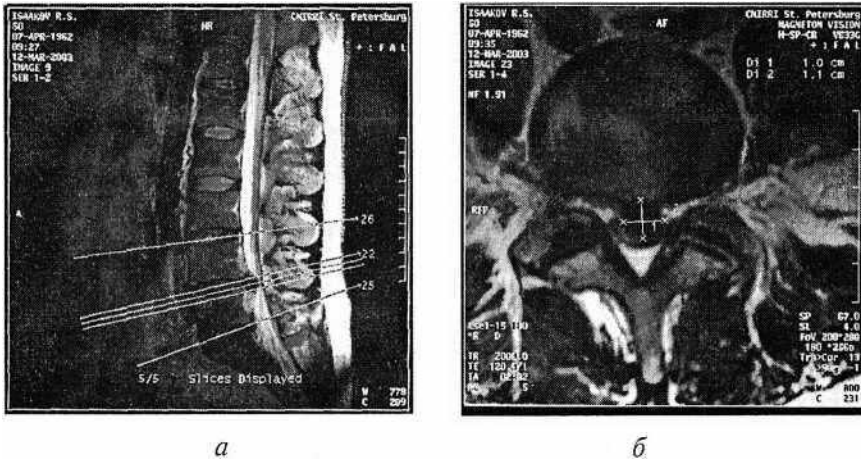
Магнитно-резонансные томограммы поясничного отдела позвоночника. Определяется грыжа межпозвоночного диска L4—L5 со сдавлением дурального мешка и спинномозгового корешка L4 слева: *a* — реконструкция в сагиттальной плоскости; *б* — в горизонтальной (аксиальной)
